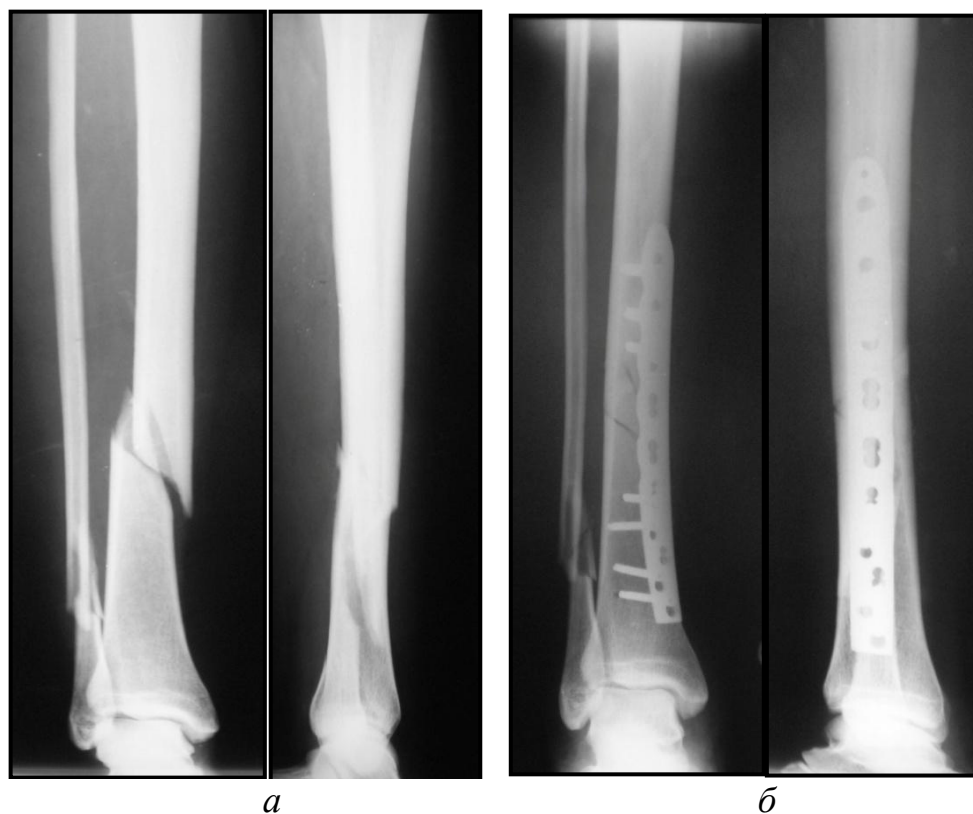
Рентгенограммы костей правой голени больной Ш., 30 лет, и/б №10993 .
